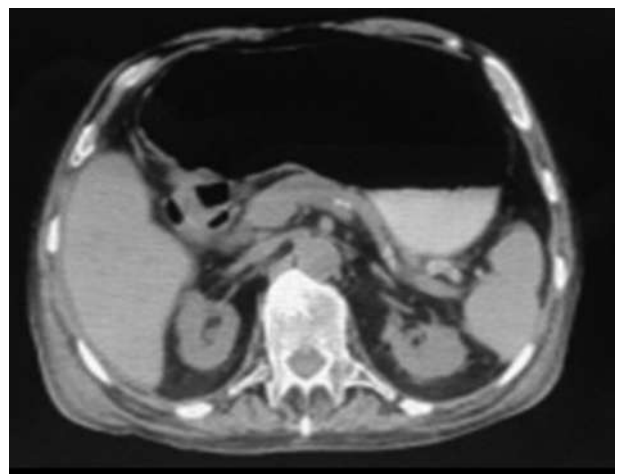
Tomografía que muestra gran dilatación gástrica
